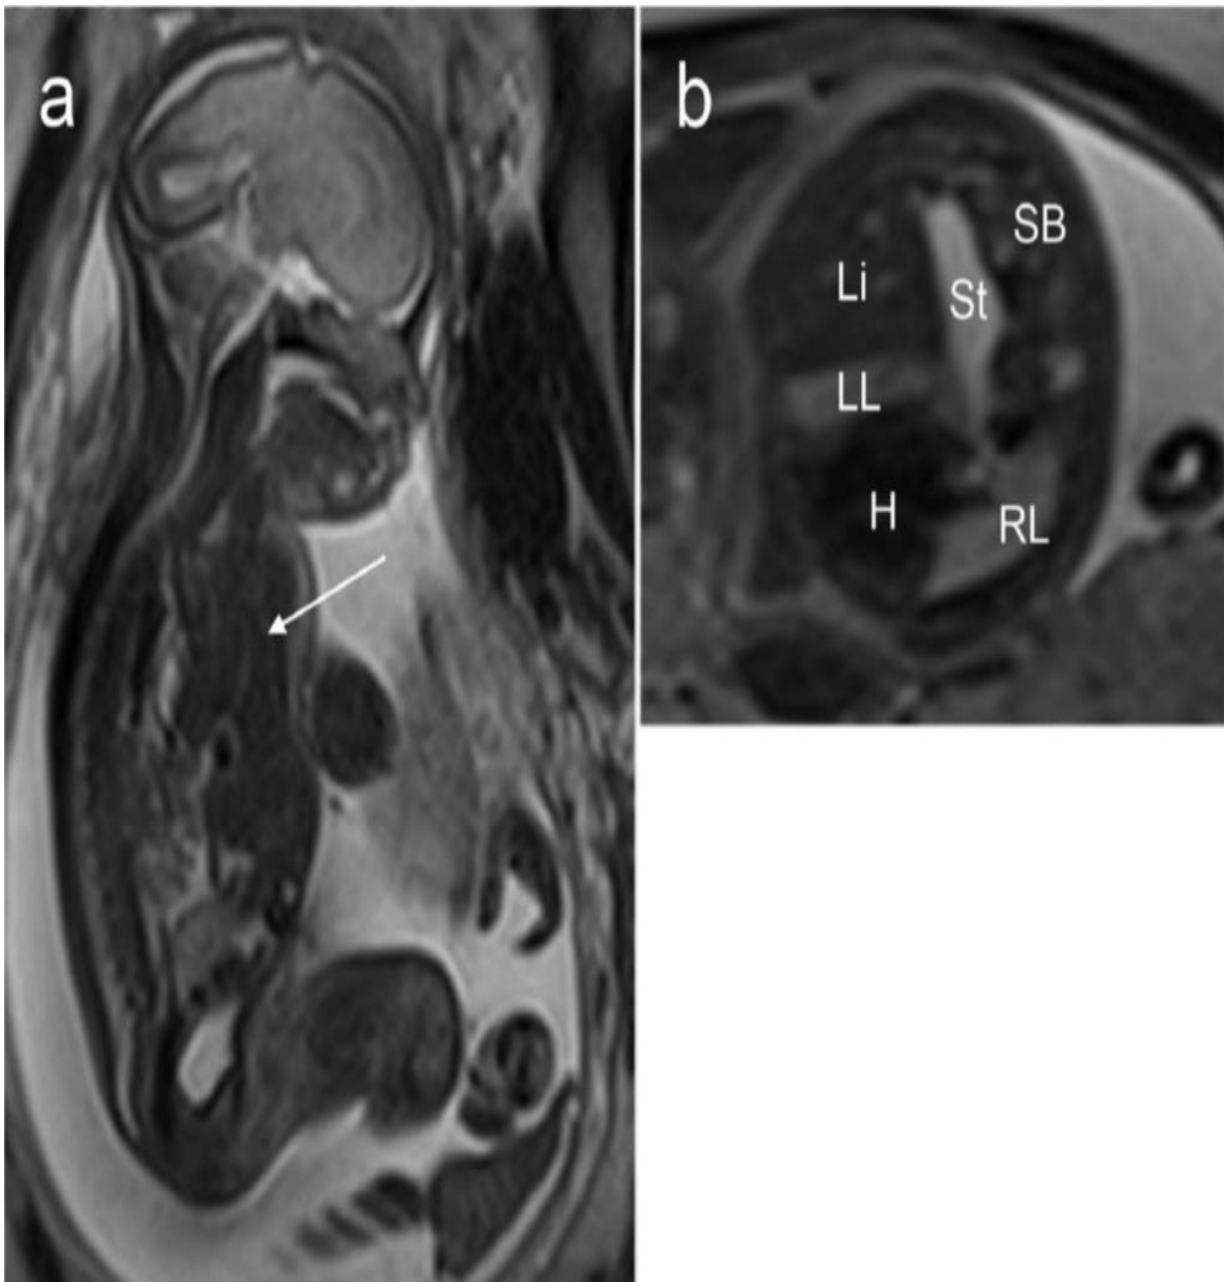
IRM d'un fœtus souffrant de hernie diaphragmatique congénitale gauche (CDH). Côté gauche HDC à 27 semaines de gestation, montrant (a) dans le plan sagittal un foie massif hernie (flèche) et (b) dans le plan axial, hernie du foie (Li), de l'estomac (St), l'intestin grêle (SB). H, le cœur; LL, à gauche du poumon; RL, poumon droit. [79]
